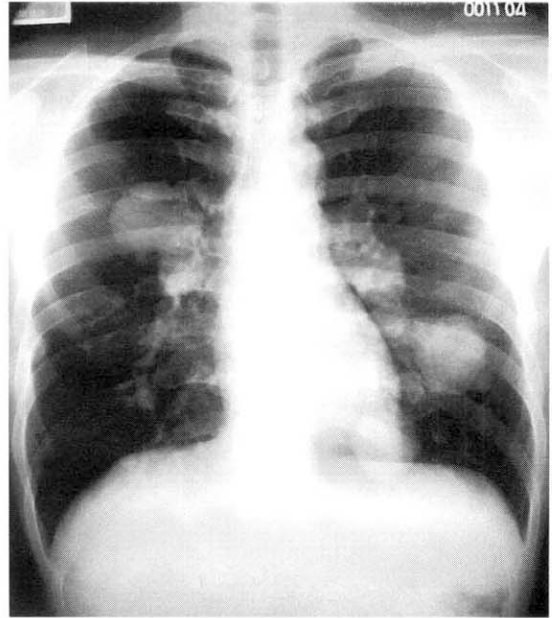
Simple chest X-ray showing multiple well-demarcated masses in both lung fields.
